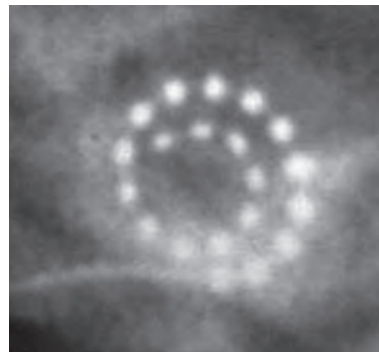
Radiographie standard d'un rocher apr s implantation. Bon d roulement de l' lectrode dans la rampe tympanique de la cochl e.
